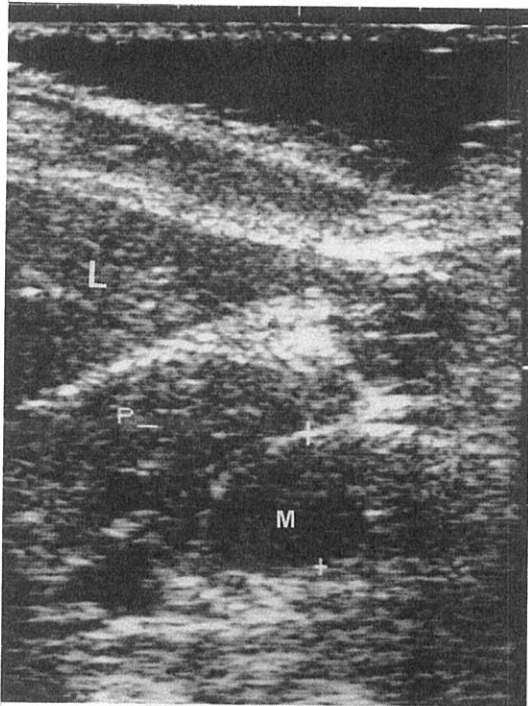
Sagittal ultrasonographic scan shows the mass (M) posterior to the body of the pancreas (P). L=liver
